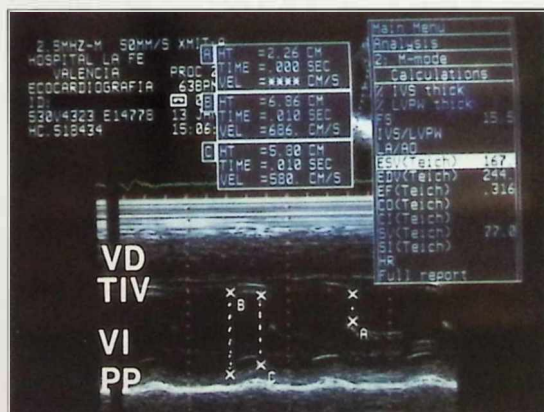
Ecocardiografía modo M. Plano paraesternal longitudinal. Se aprecia un aumento de los diámetros ventriculares telediastólico (B) y telesistólico (C); con estos valores se puede calcular la fracción de eyección con el método de Teich. También se observa un incremento de la distancia punto E-septo (A). ABREVIATURAS: PP: Pared posterior. TIV: Tabique interventricular. Resto: Como en figura anterior.
